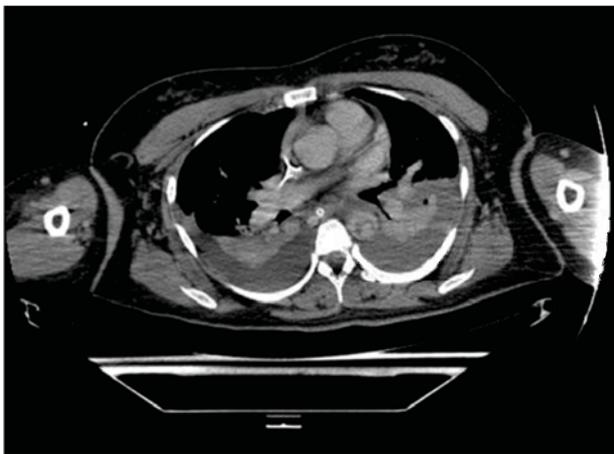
Angio-TAC, derrame pleural bilateral e imagen sugestiva de disección y/o transección aórtica.
